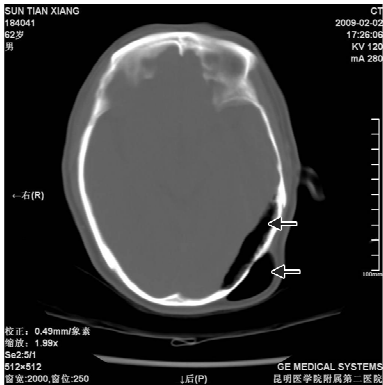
CT 轴位扫描示左枕部硬膜外积气; 左枕部皮下积气(箭头所示)
